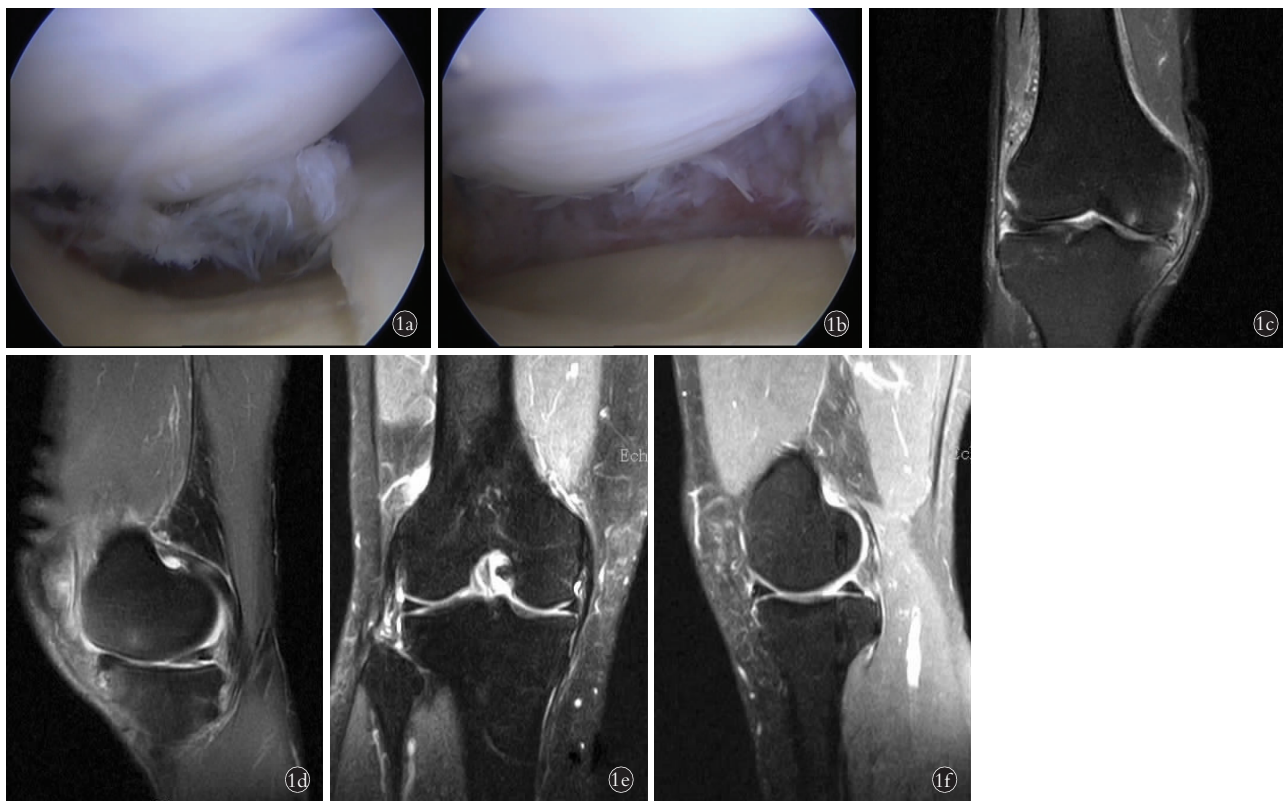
患者,男,56 岁,内侧半月板Ⅲ度损伤,Outbridge I 级 1a. 术前镜下观 1b. 术后镜下观(内侧后角部分切除) 1c. 术前冠状位 MRI 示内侧间隙狭窄,软骨下骨髓水肿 1d. 术前矢状位 MRI 示内侧半月板后角Ⅲ度损伤,软骨下骨髓水肿 1e,1f. 术后 6 个月复查 MRI 示软骨下水肿消失
